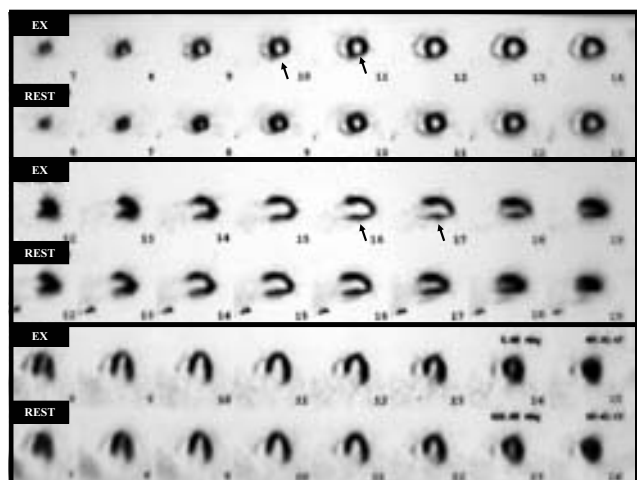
労作時胸痛の最近増悪した狭心症例の運動負荷時(ex)および安静時(rest)の心筋血流 SPECT 像
